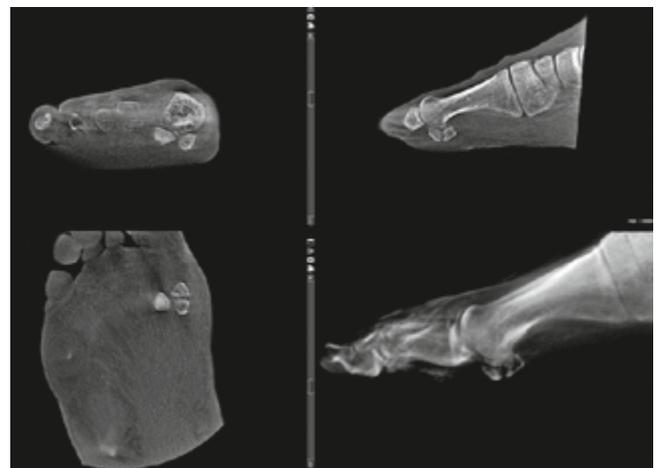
Hochrisiko-Stressfraktur des medialen Sesambeins visualisiert mit der digitalen Volumentomographie (DVT).
